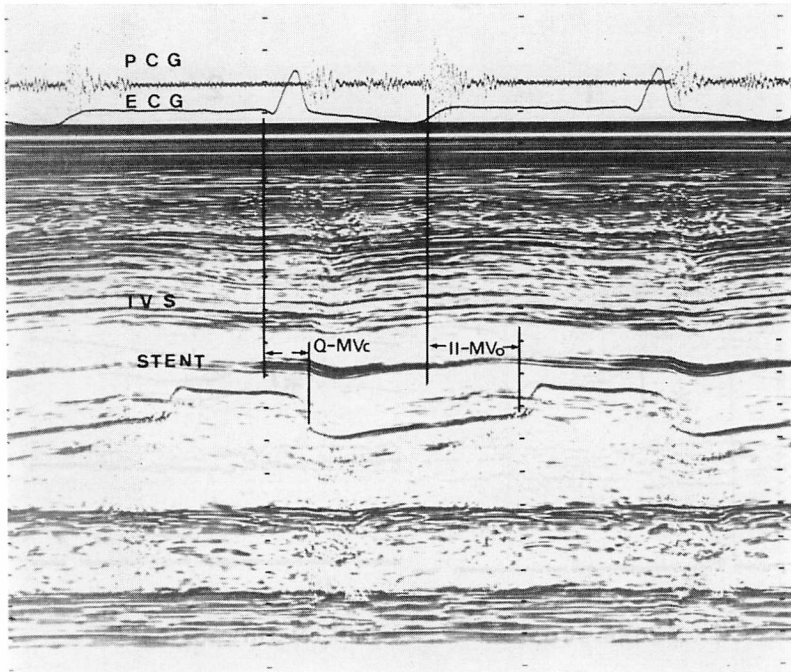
Determination of Q-MVc and II-MVo intervals by M-mode echocardiograms.
